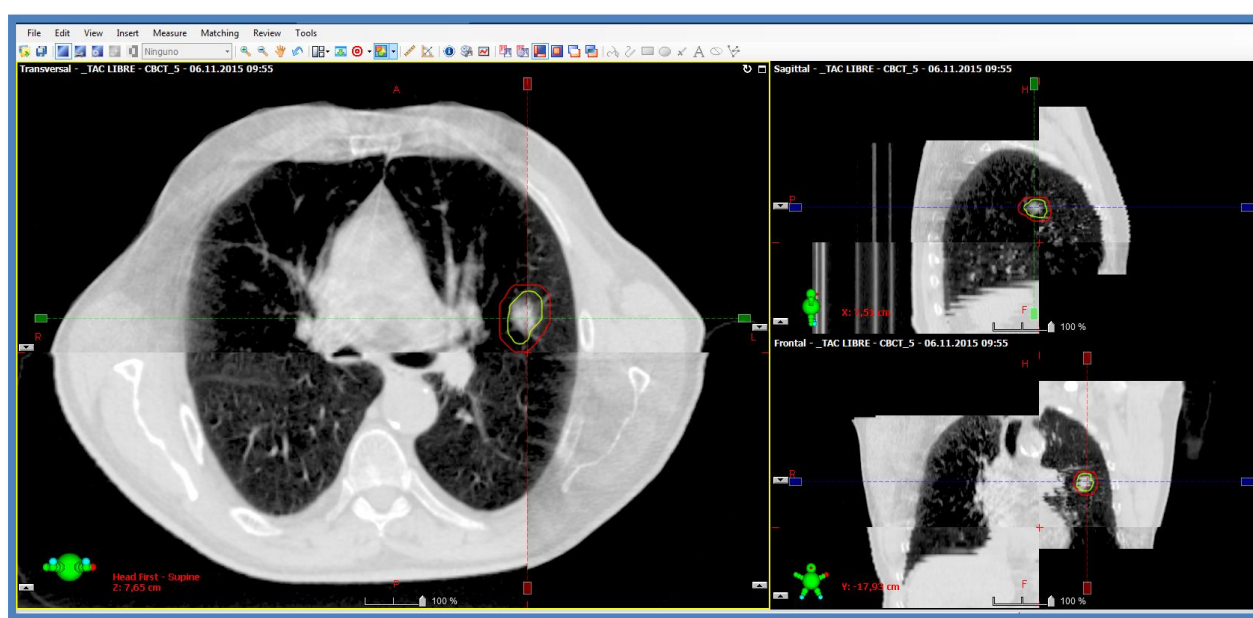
CBCT para verificar posición del tumor (GTV) en el ITV planificado previamente a comenzar la irradiación. ITV en verde. PTV en rojo.
